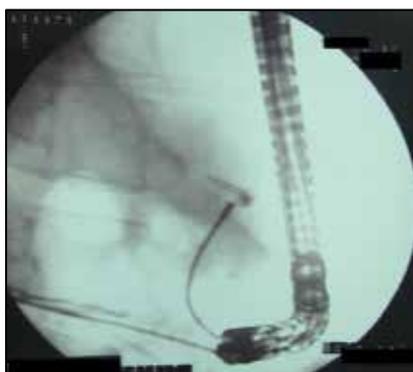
Эндоскопическая коррекция проксимальной миграции панкреатического стента, (рентгенограмма).
